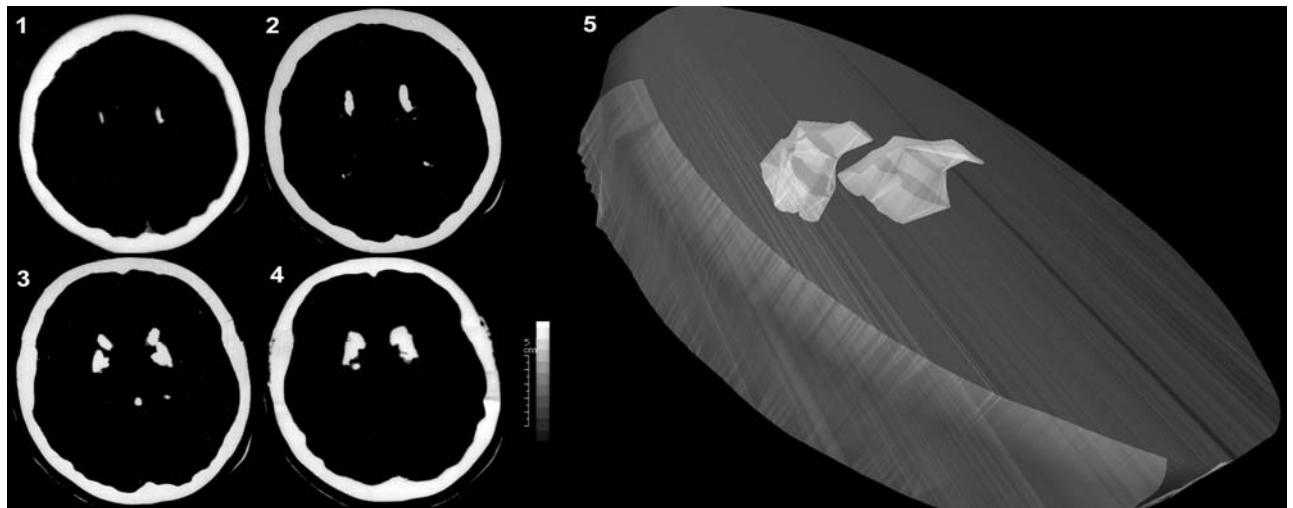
Imagens de tomografia computadorizada de crânio com calcificações evidentes em núcleos da base (1-4). Na imagem 5 pode-se ver a reprodução tridimensional das calcificações, realizada com o auxílio do software 3D-Doctor.
